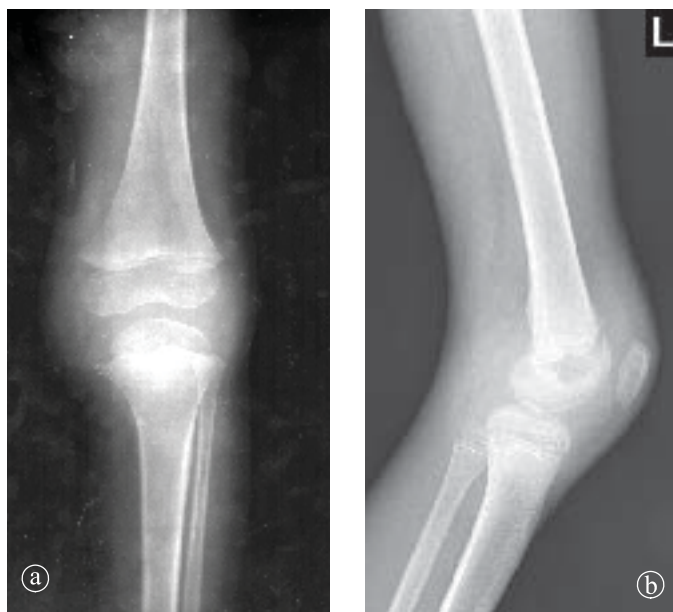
Artrită acută în stadiul incipient. Radiografii genunchi a) AP și b) LL. Tumefiere de părți moi. Spațiul articular opacifiat. Minimă osteoporoză.
